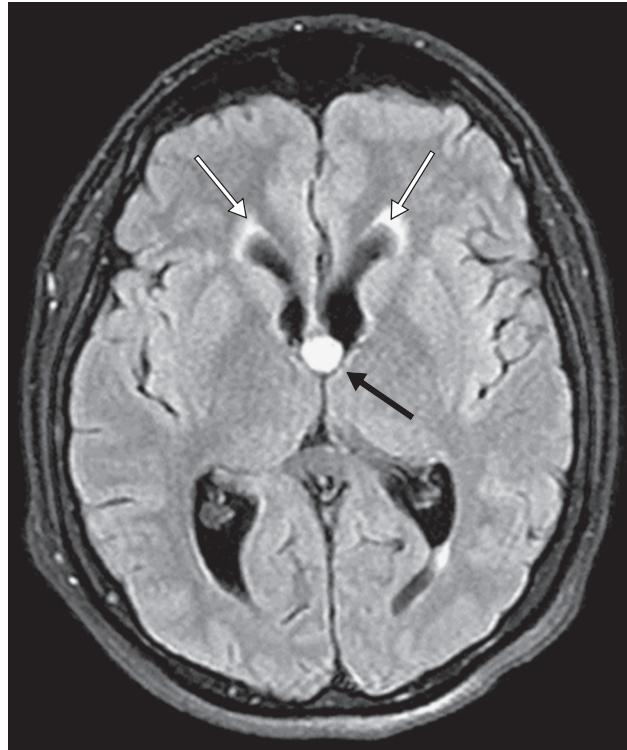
МРТ пациента с коллоидной кистой 3-го желудочка и окклюзионной декомпенсированной гидроцефалией. На МР-томограмме в аксиальной проекции, выполненной в режиме Т2-FLAIR, определяется объемное образование округлой формы (черная стрелка), расположенное в проекции отверстий Монро. Наблюдается выраженное расширение боковых желудочек мозга с признаками перивентрикулярного отека (белые стрелки)
